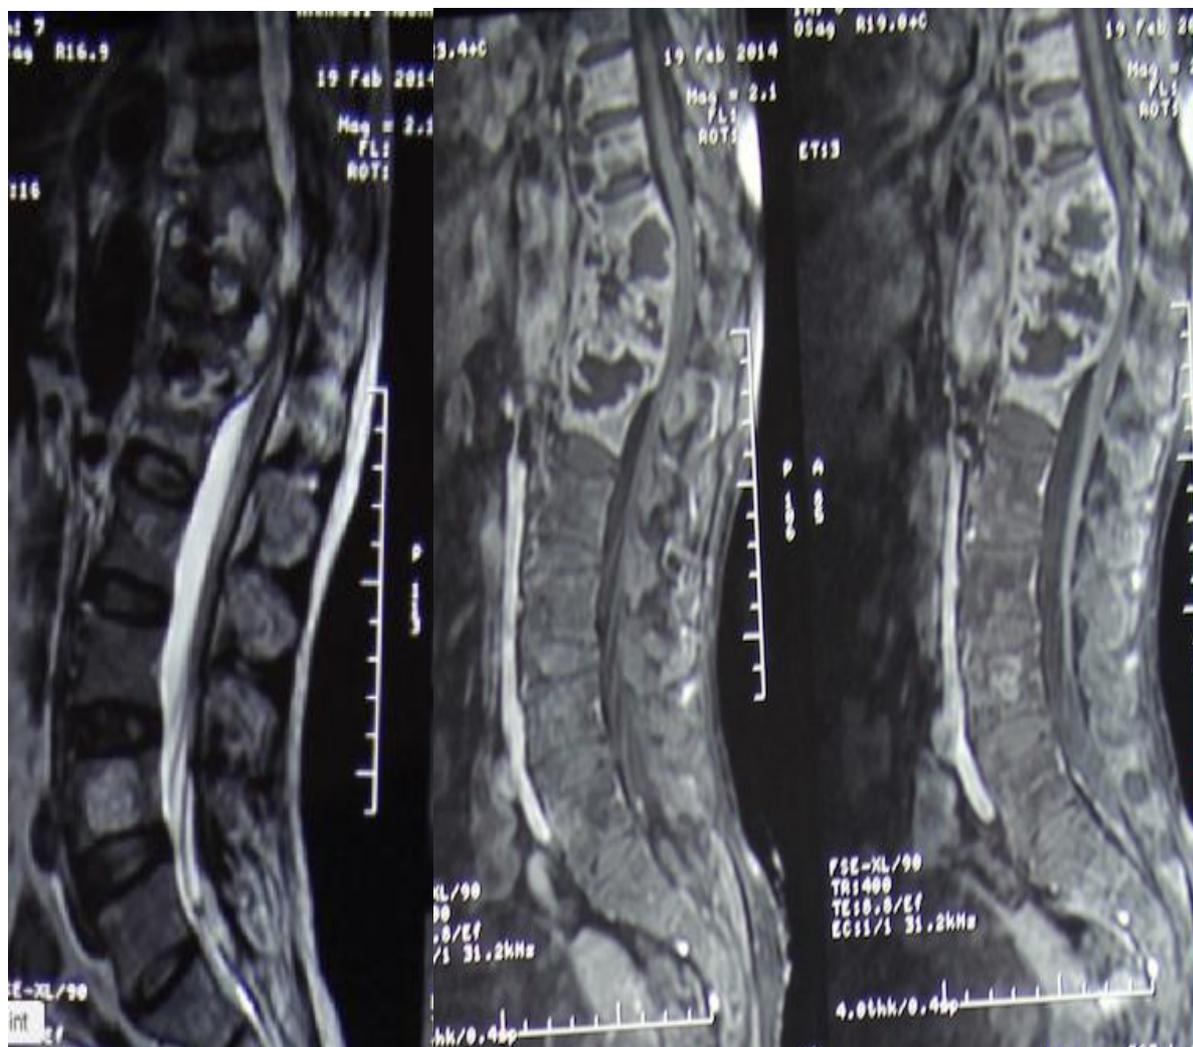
IRM thoraco-lombaire T2 et T1 en coupes sagittales avec injection de produit de contraste montrant une Spondylodiscite infectieuse étendue de la charnière thoraco-lombaire avec des abcès pré vertébraux.
